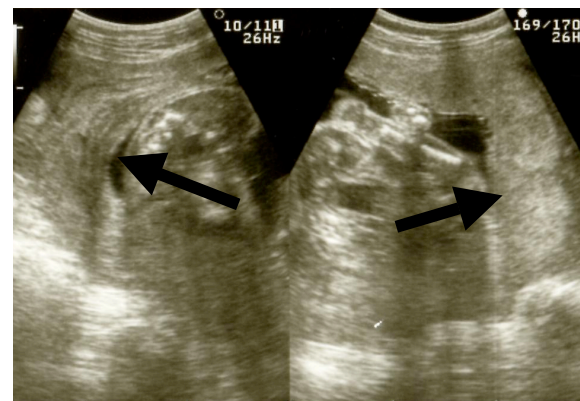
経腹超音波画像：明らかな胎盤の肥厚、後血腫を認めない。(矢印)
